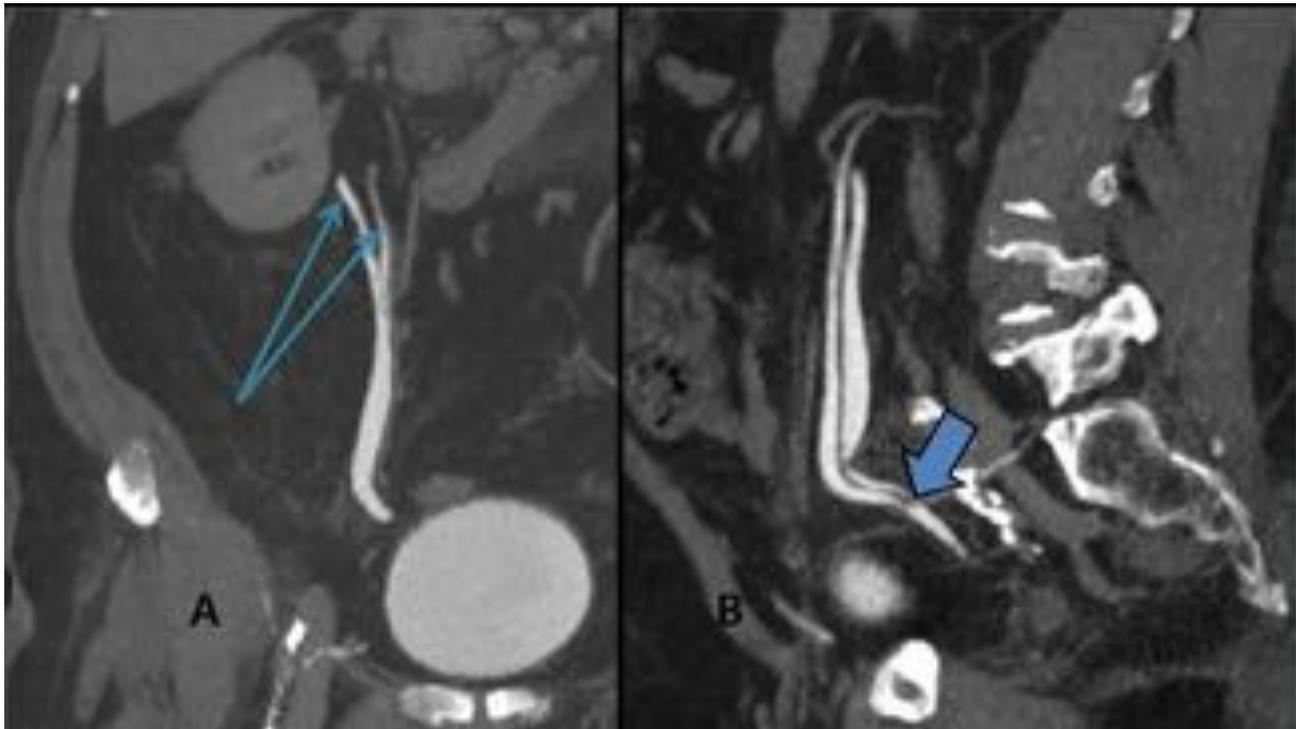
TC de abdomen y pelvis con contraste intravenoso en fase excretora. Doble sistema excretor incompleto del lado derecho, con unión de ambos uréteres en el tercio distal. A) Corte coronal (MIP), morfología en “Y”. B) Corte sagital (MIP), donde se indica el punto de unión de los dos uréteres.
